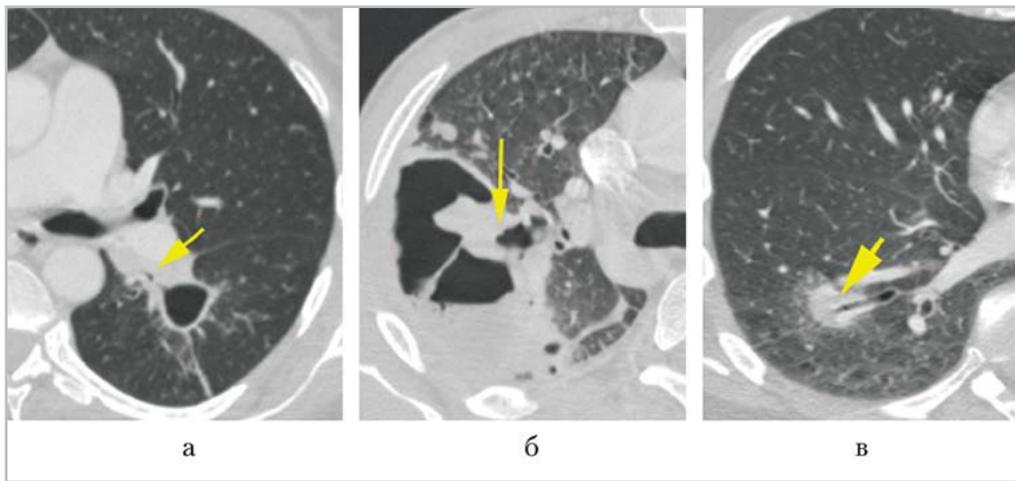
МСК-томограммы органов грудной полости с болюсным контрастным усилением (разные пациенты): *а* — отсроченная фаза контрастирования, определяется бронхопультмональный свищ слева (*стрелка*); *б* — венозная фаза контрастирования, определяется бронхоплевральный свищ справа (*стрелка*); *в* — венозная фаза контрастирования, определяется бронхопультмональный свищ справа (*стрелка*)
